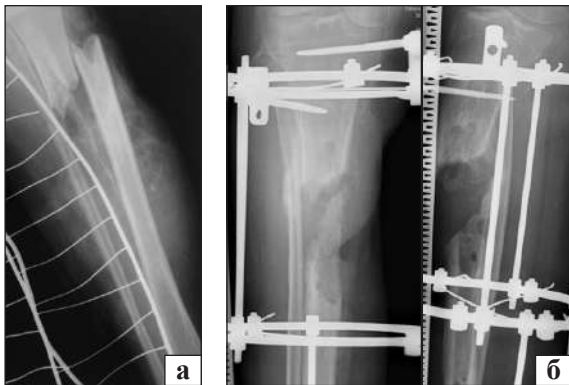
Рентгенограми пацієнта С., 18 років, після травми (а), після первинного хірургічного втручання (б)
